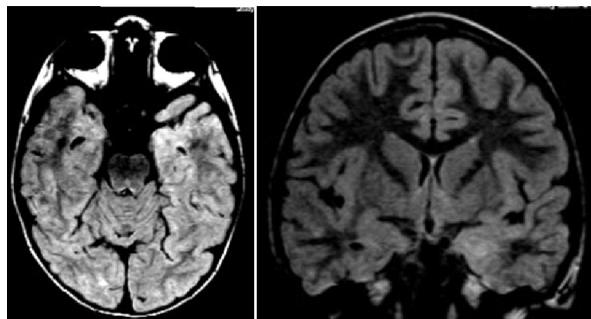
A y B. Cortes axiales y coronales en secuencia FLAIR. Se observa tenue hiperintensidad del uncus del hipocampo izquierdo (caso N° 3).
